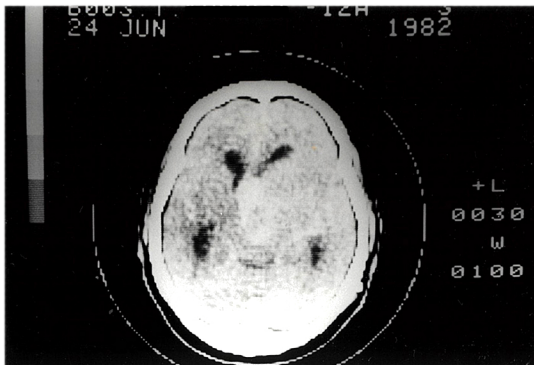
右側視床部腫瘍(矢印)症例T.K.のCT像
